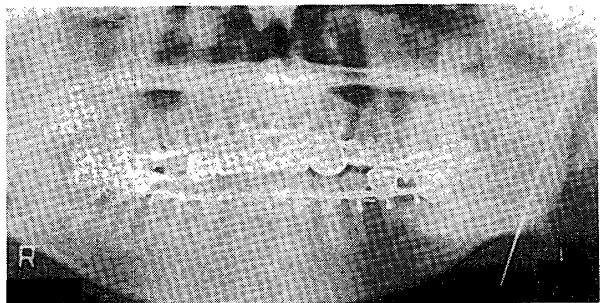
Case 3: Postoperative panoramic radiograph. left condyle is fixed by Kirschner's wire
